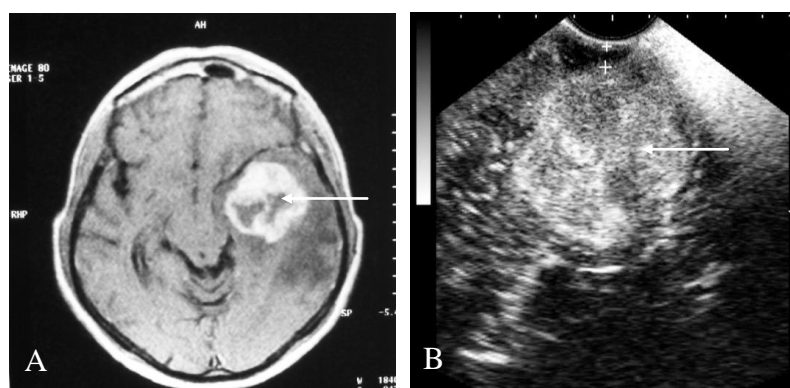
Glioblastom temporal stînga. A- IRM T1 cu contrast: formațiune textual heterogenă, contururi nete, neregulate; administrarea agentului de contrast atestă accentuarea semnaltății preponderent inelar-periferic; B- USIO: formațiune hiperecogenă, forma ovoid-neregulată, neomogenă, relativ clar delimitată de țesutul adiacent, margini neregulate, cu incluziuni hipoanecogene.
